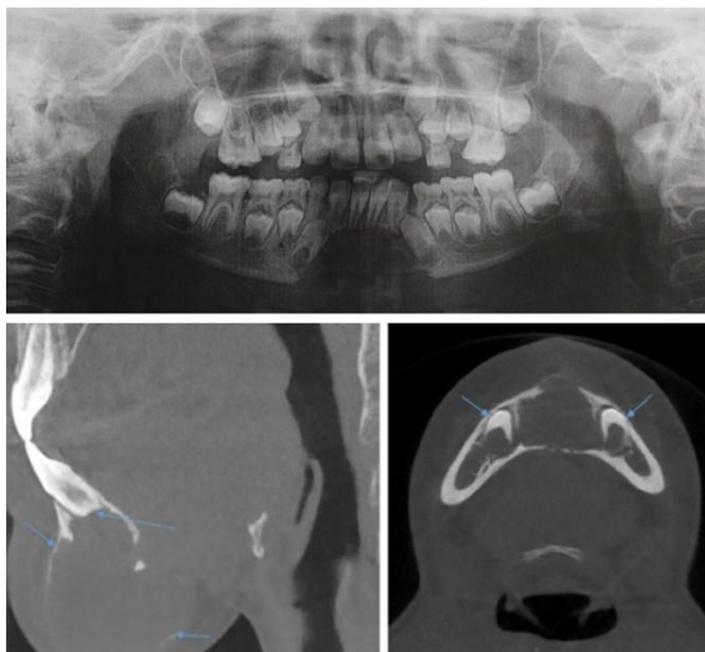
Гигантоклеточная опухоль нижней челюсти (ОПТГ, МСКТ)
